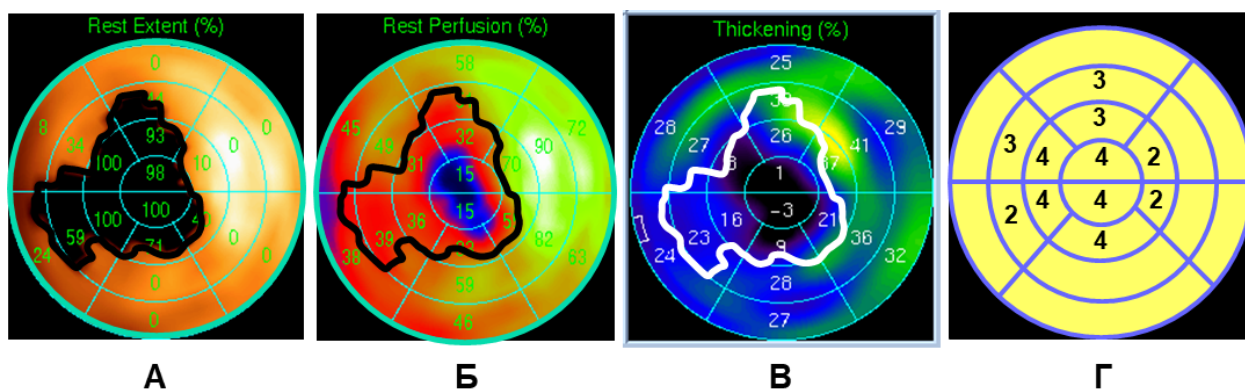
Сопоставление перфузии и функции миокарда ЛЖ (А – дефект перфузии в покое (гипоперфузируемая зона), Б – сегментарное накопление РФП в гипоперфузируемой зоне, В – региональное систолическое утолщение миокарда в гипоперфузируемой зоне, Г – полуколичественный анализ регионального систолического утолщения миокарда в гипоперфузируемой зоне с использованием балльной системы).
